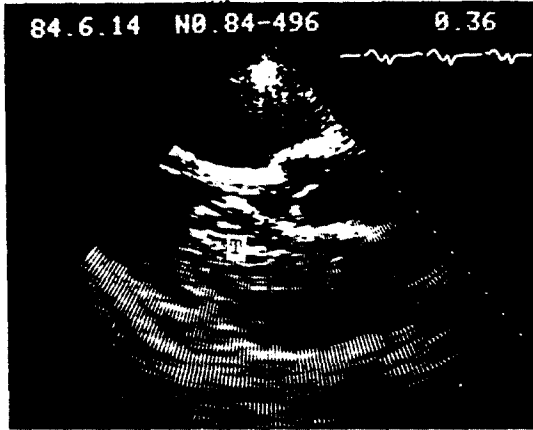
Parasternal long axis view, diastolic phase: Shows myxoma protruded into LA via mitral valve orifice.
